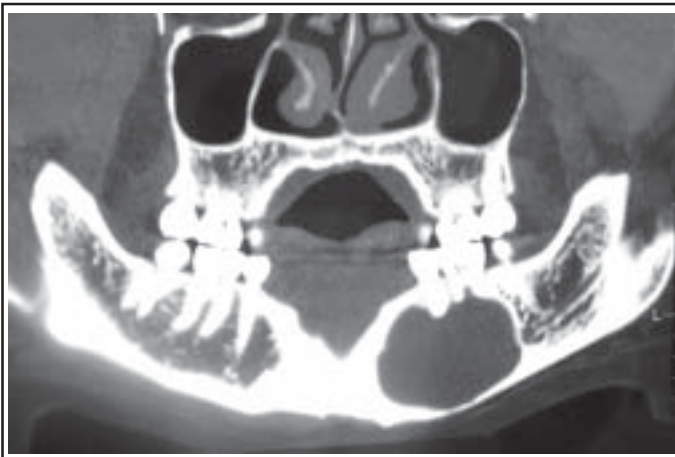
TDM, reconstruction panoramique : lésion kystique du mandibule englobant l'apex de la 35.
